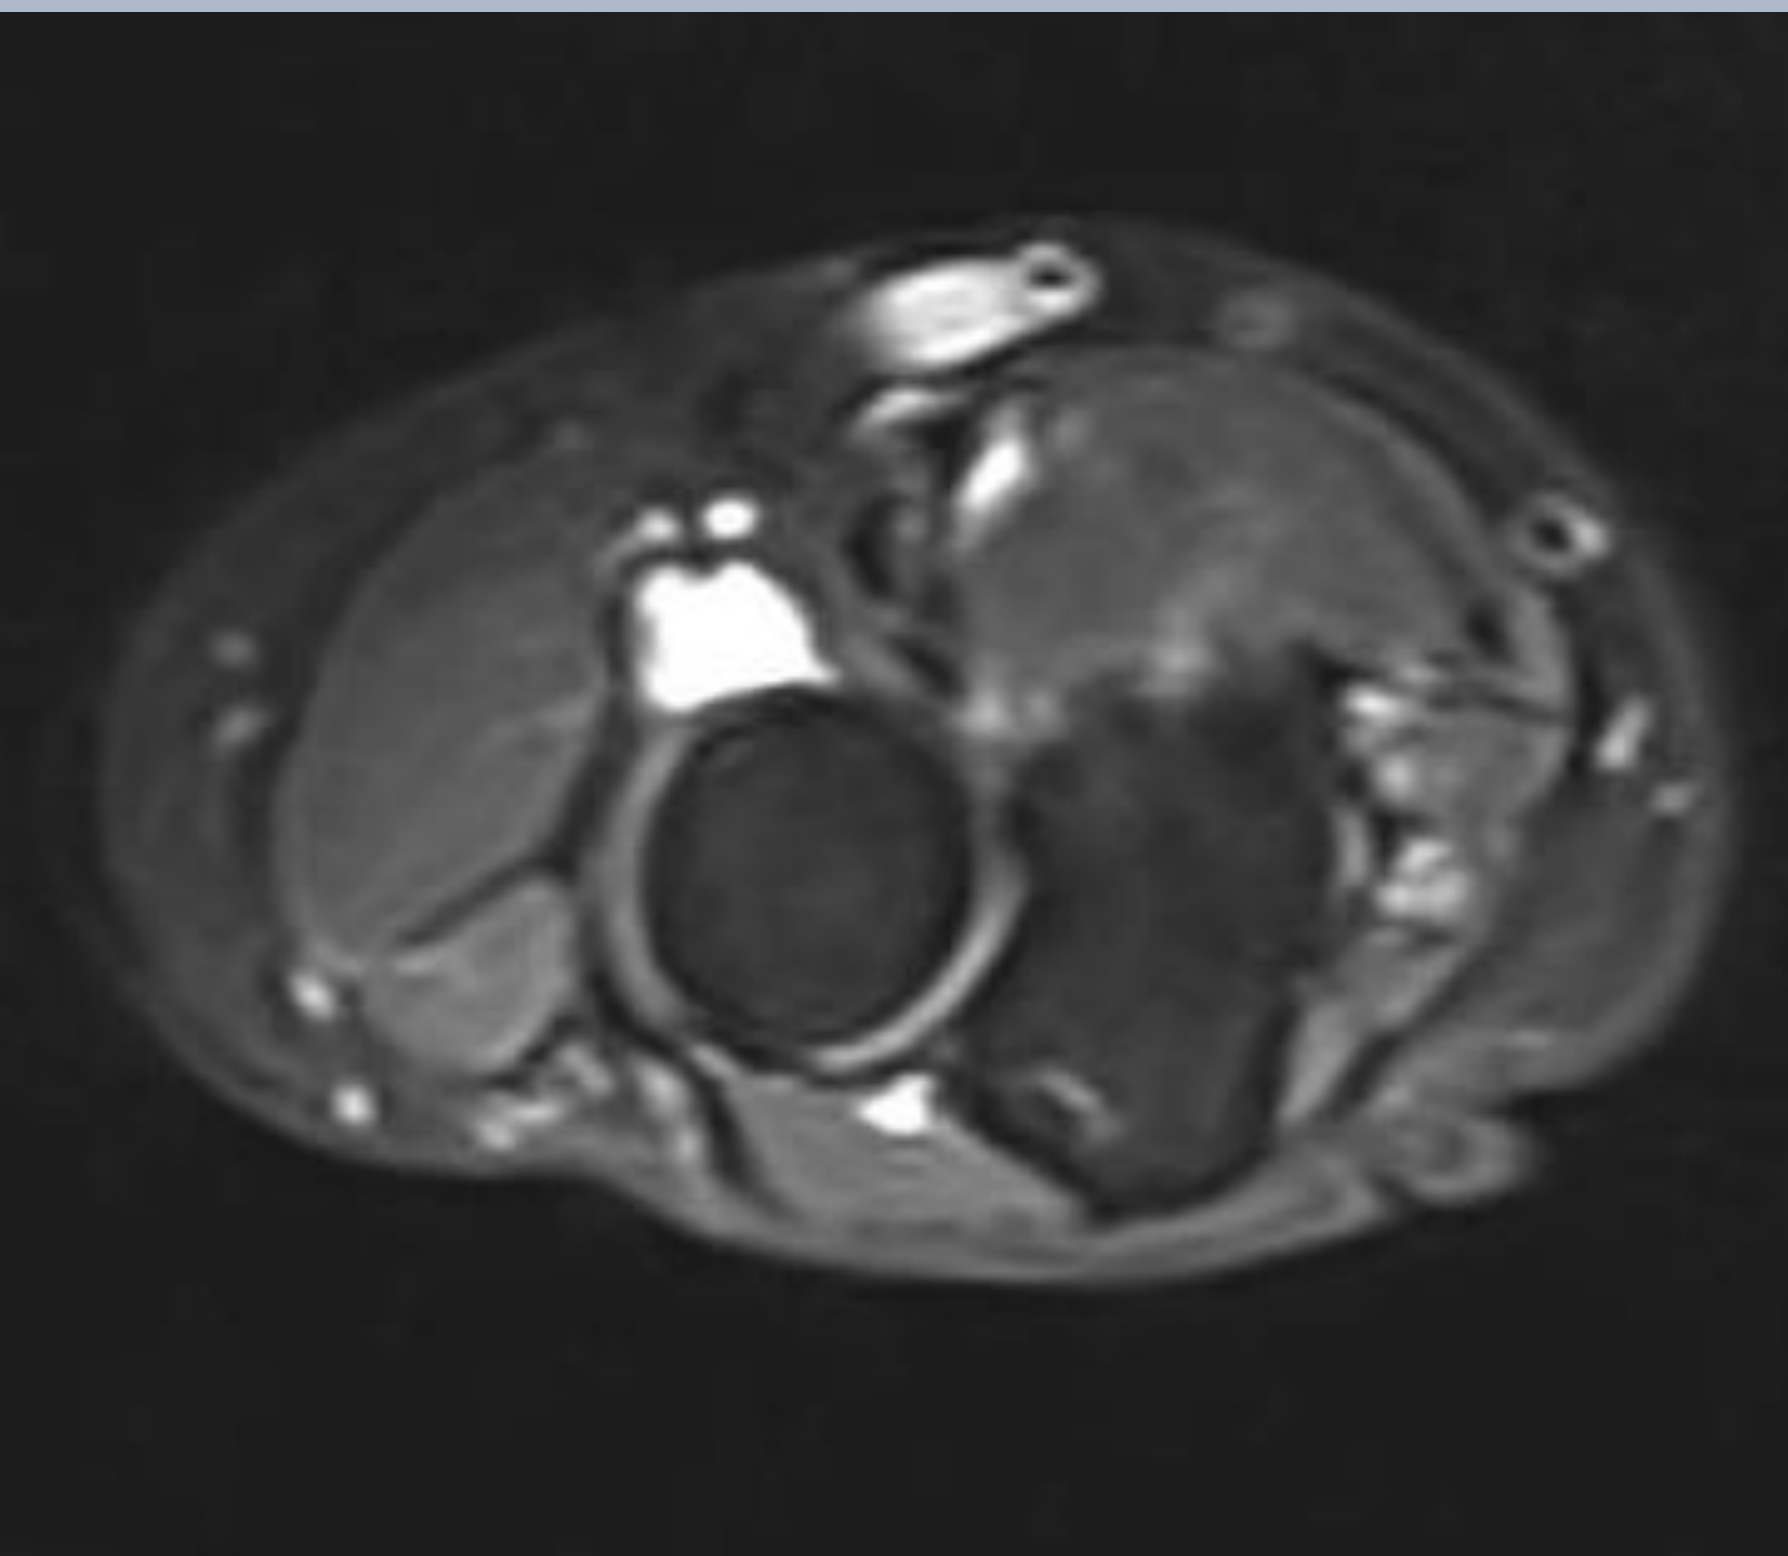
Prueba de imagen RMN en secuencia T2.
